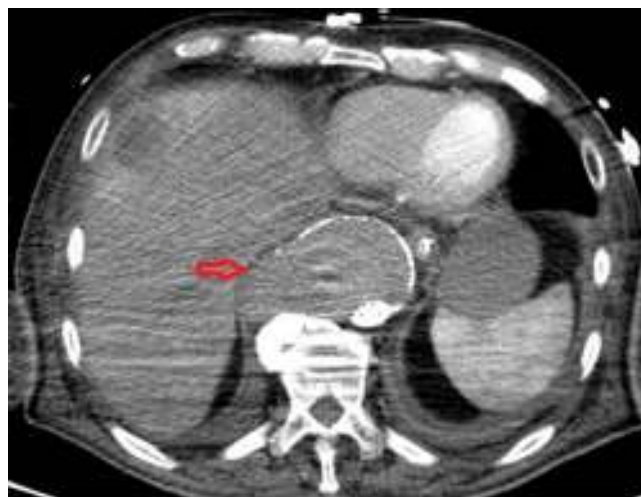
Angio TC mostrando hematoma na vertente lateral direita do aneurisma com interrupção da parede, sem extravasamento de contraste, sugerindo rotura contida.
